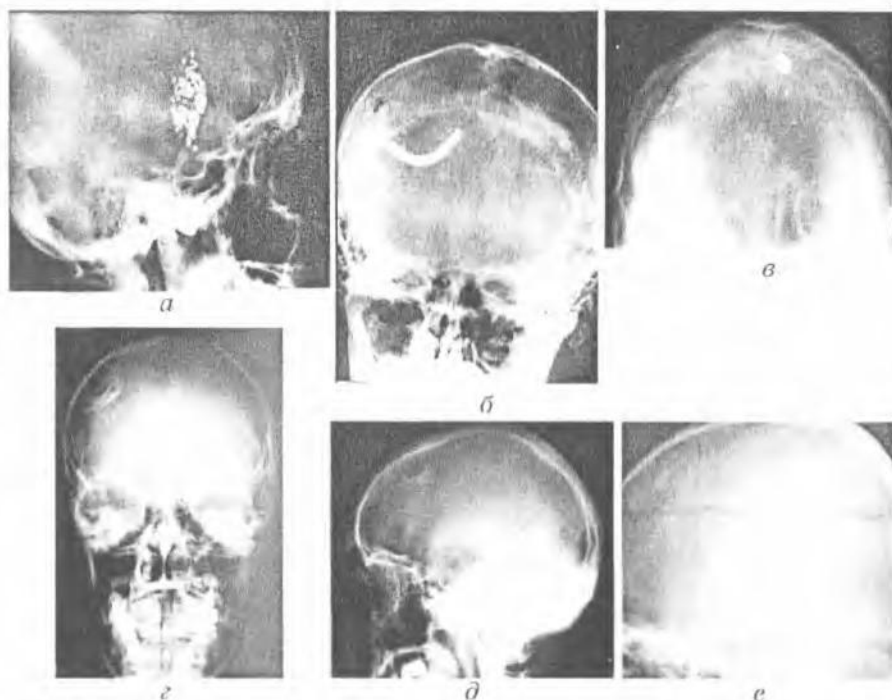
Основные рентгенологические признаки черепно-мозговой травмы (инородные тела, переломы костей черепа): *а* — ранение дробью в височной области; *б* — строительный дюбель в полости черепа; *в* — пуля и ее осколки в полости черепа; *г, д* — вдавленный перелом височной области (прямая и боковая проекции); *е* — линейный перелом костей черепа
